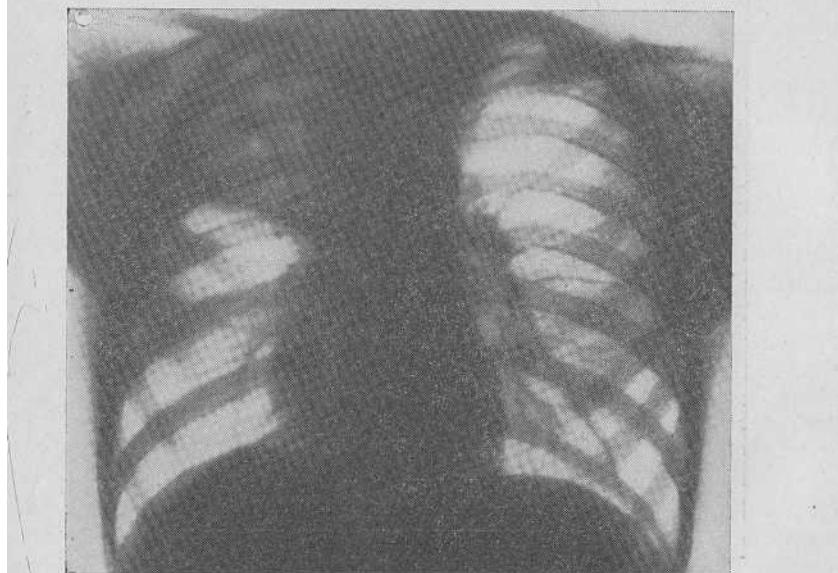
Лобит правого легкого. Рентгенограмма.
